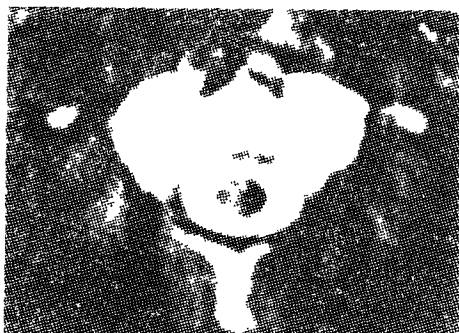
Metrizamide spine CT shows moderate increased density within the spinal canal of C2.
